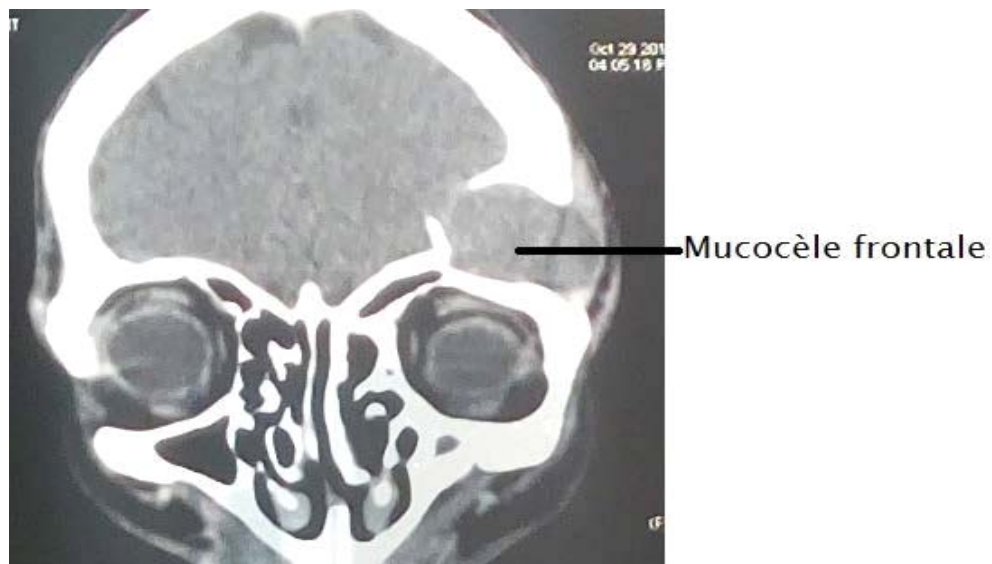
TDM faciale en coupe coronale, montrant une mucocèle frontale gauche latéralisé avec une lyse osseuse et refoulement du parenchyme cérébral et respect du canal naso frontale.
